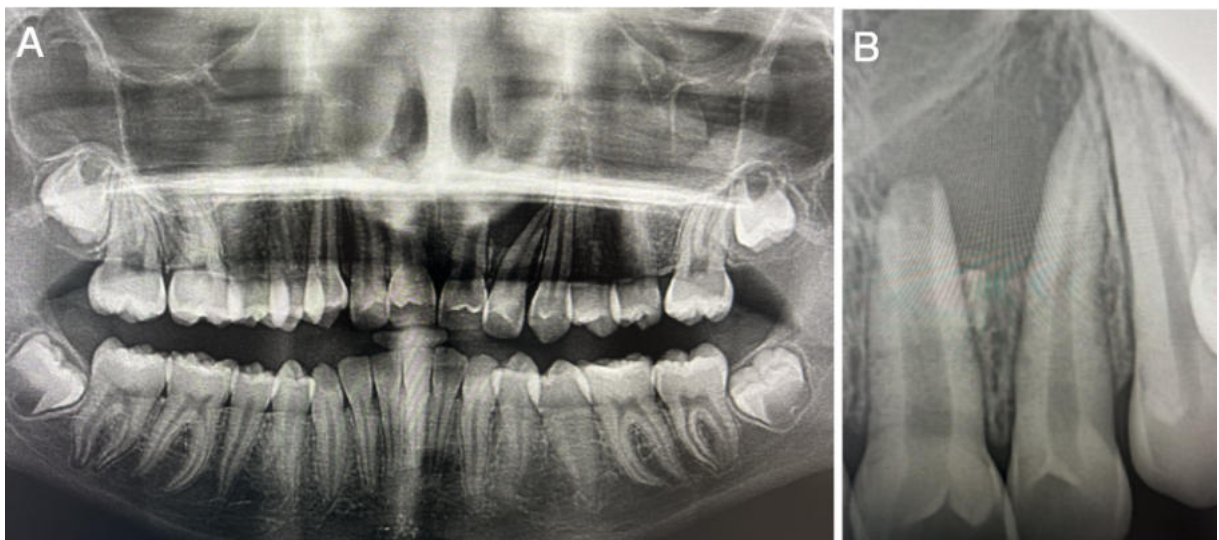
Radiographie panoramique révélant la présence d'une lésion radioclaire entre les racines de l'incisive centrale et l'incisive latérale maxillaire gauche (A) et radiographie rétro-alvéolaire révélant la présence d'une lésion radioclaire à l'apex de l'incisive centrale maxillaire gauche (B) (Iconographie personnelle)
